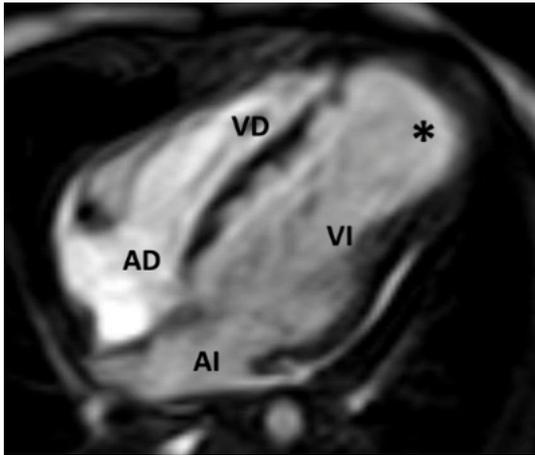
RMN. AD: aurícula derecha; AI: aurícula izquierda; VI: ventrículo izquierdo; VD: ventrículo derecho; *aneurisma
